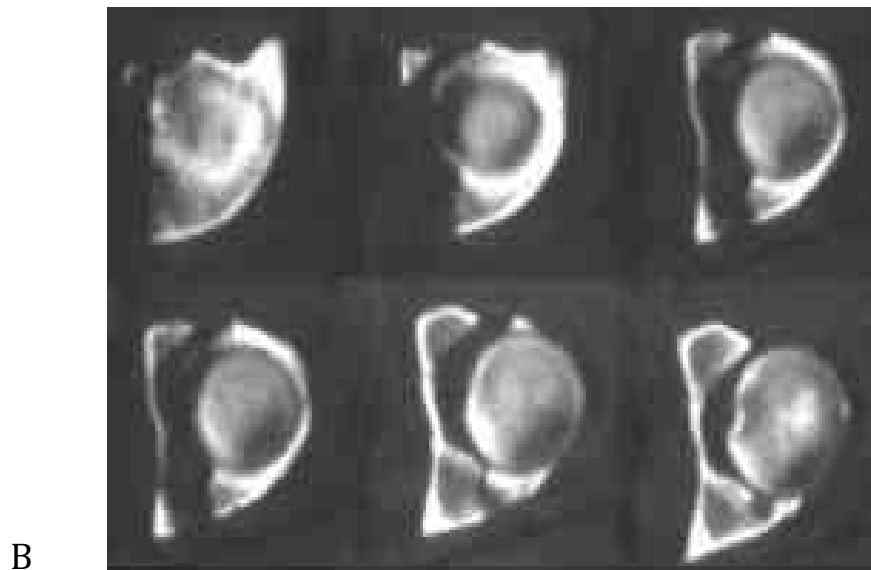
B : Examen TDM d'une fracture transversale du cotyle. [49]
